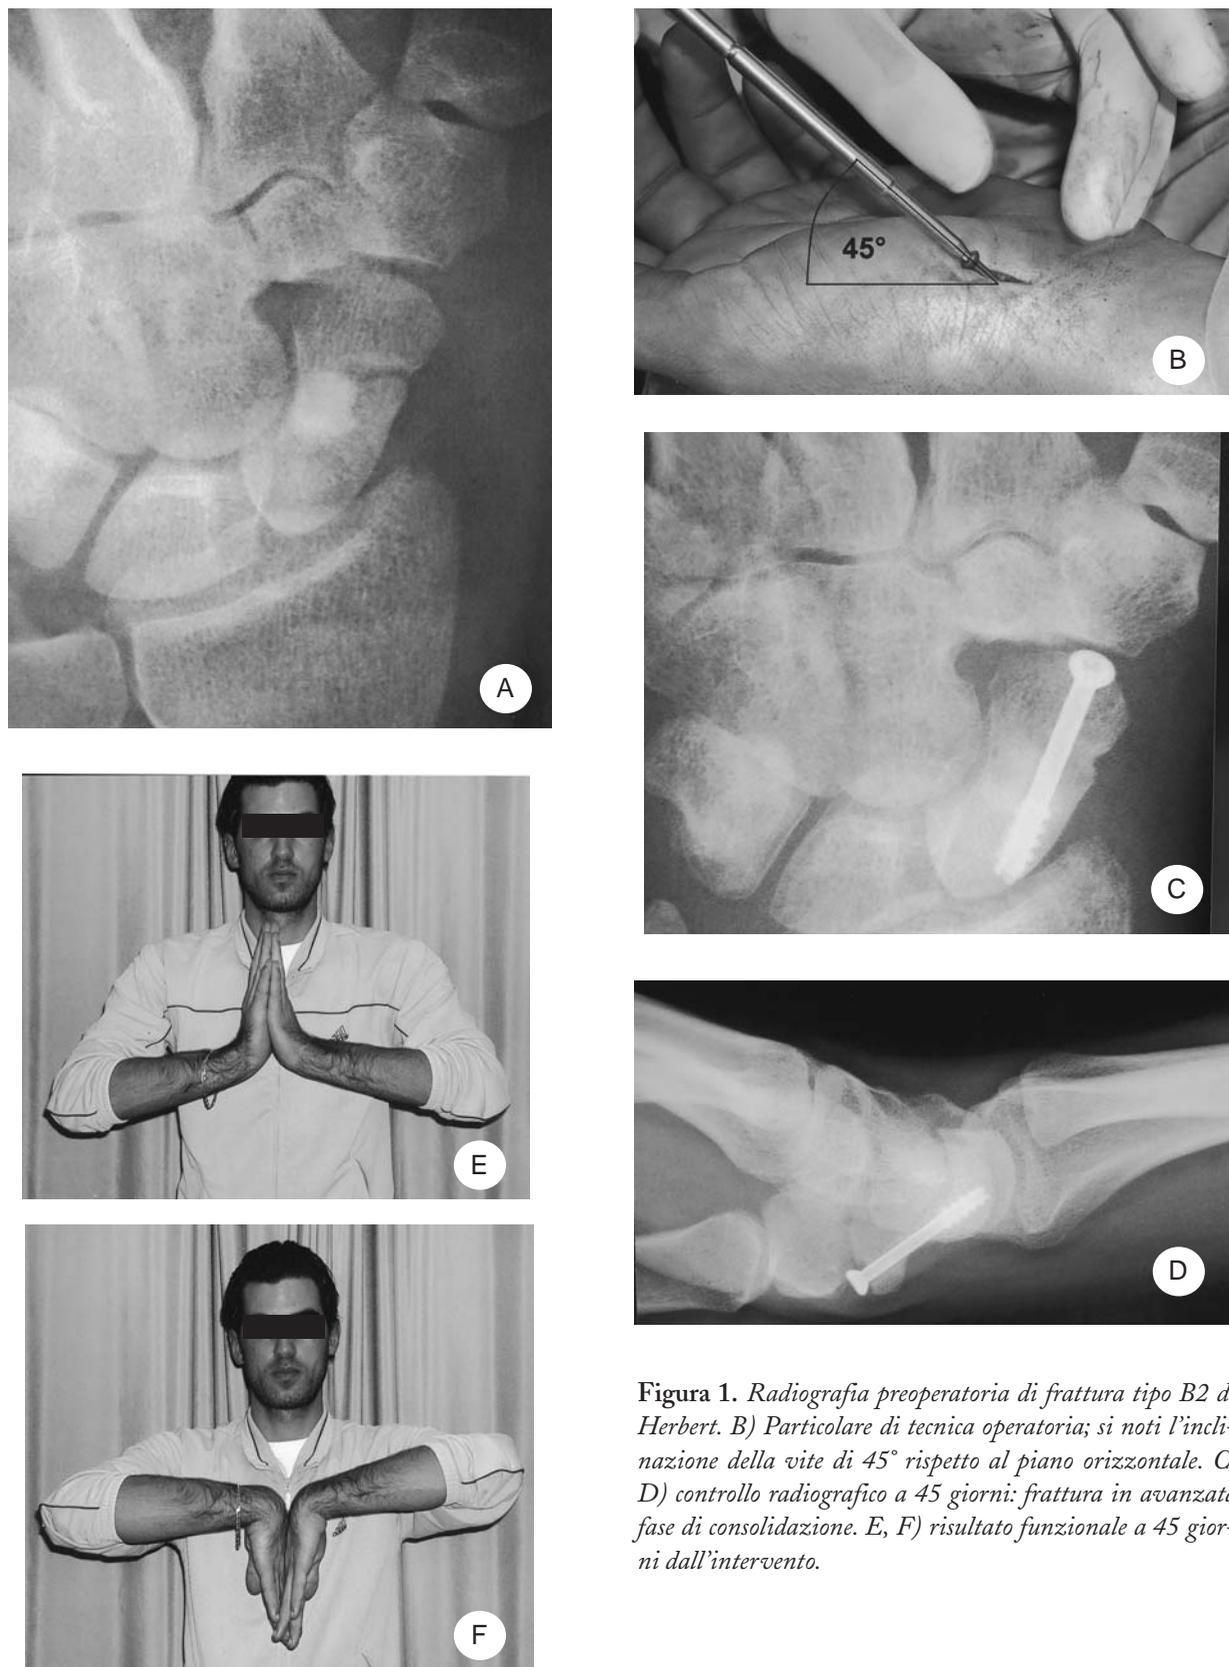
Radiografia preoperatoria di frattura tipo B2 di Herbert. B) Particolare di tecnica operatoria; si noti l'inclinazione della vite di 45° rispetto al piano orizzontale. C, D) controllo radiografico a 45 giorni: frattura in avanzata fase di consolidazione. E, F) risultato funzionale a 45 giorni dall'intervento.
